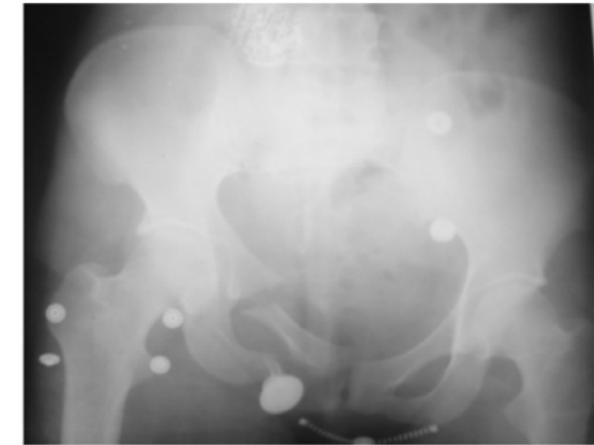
Фоторентгенограмма таза больной С. при госпитализации
